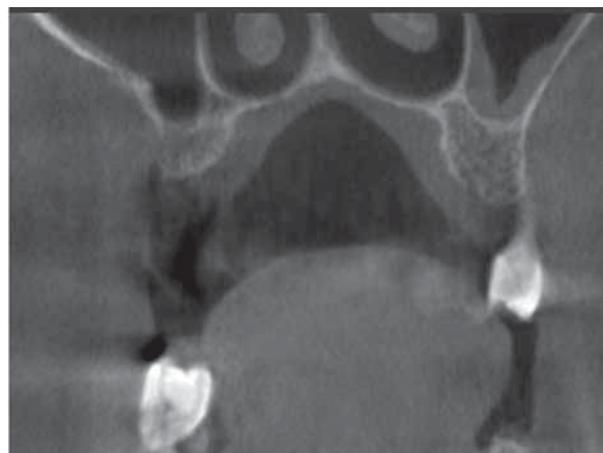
Результат проведения пластики ороантрального сообщения слизисто-надкостничным лоскутом из области преддверия полости рта. На КТ видно прерывание линии кортикальной пластины дна синуса и альвеолярного гребня с вестибулярной стороны.
